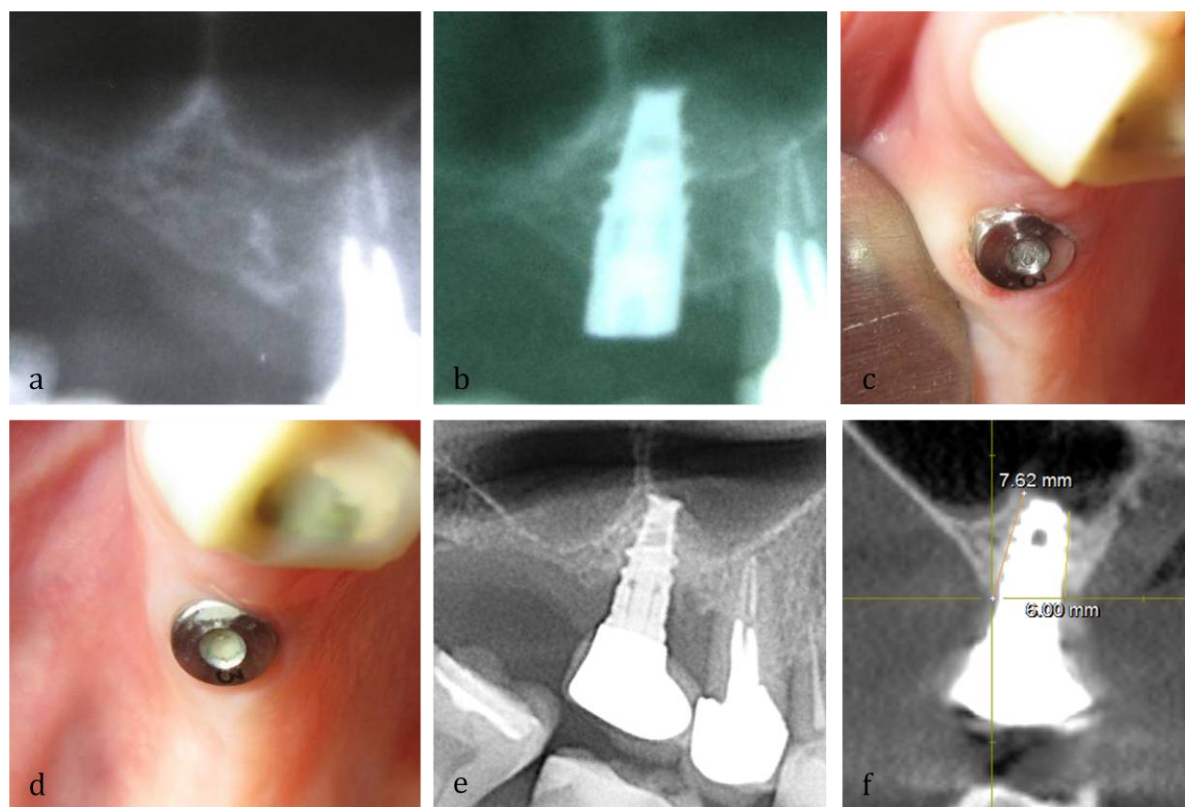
F. 38 ani. Absența d. 16. a. Fragment din OPG anteoperator – corticala planșeului SM și a celei de la creasta alveolară bine pronunțate. b. OPG postoperator. *Opacitate periimplantară intrasinusală cu înălțimea de 3,2mm (fenomenul de cort).* c. Gingia la a 7-a zi după instalarea conformatorului; d. Gingia la 5,5 luni. Periotestul -7. e. Fragment din CBCT la 6 ani (imagine în plan frontal. f. Fragment din CBCT (imagine în plan transversal) – indicele de remodelare gr IV.
